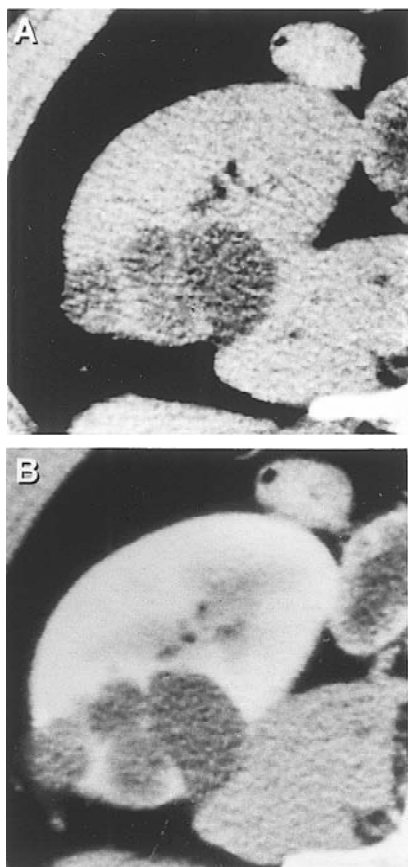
A: Computed tomography showed a multilocular cystic tumor in the lower pole of the right kidney. B: The intercystic tissues were enhanced by contrast medium.
